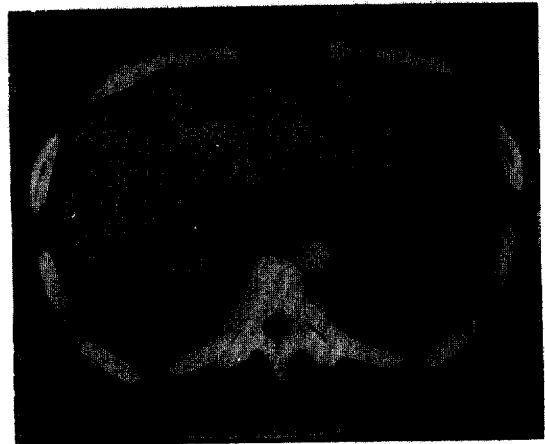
Abdominal CT scan shows multiple round low densities in liver.
